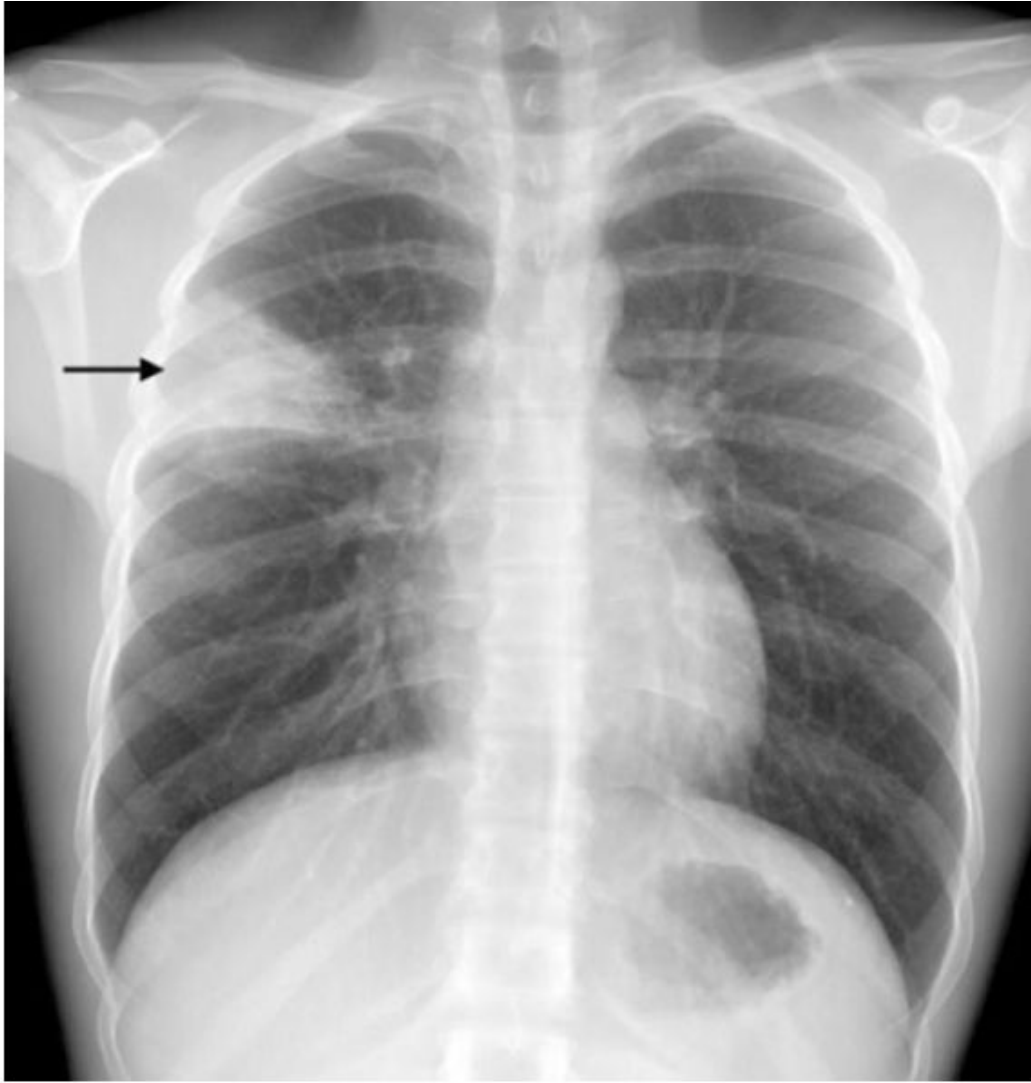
Subsegmental right upper lobe pneumonia as air space opacification. Frontal chest radiograph of a 17-year-old with cough and fever shows a focal area of subsegmental right upper lobe air space opacification (arrow) reflecting pneumonia
